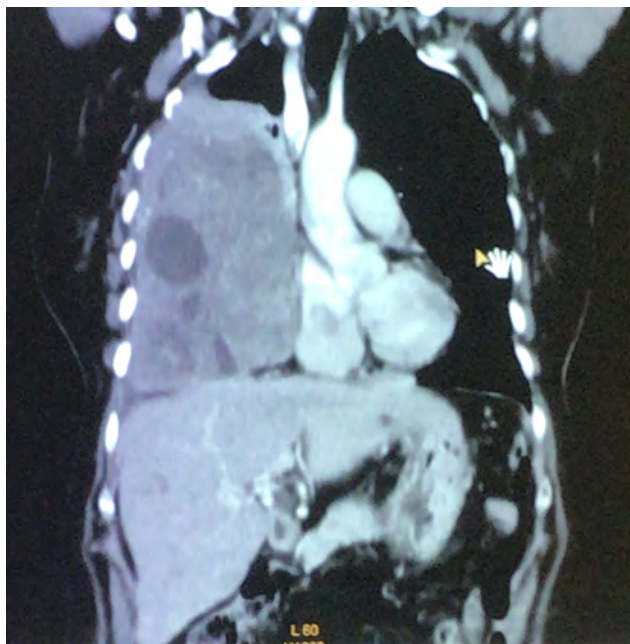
Corte coronal de tomografía computarizada en la que se observa lesión heterogénea con área quística, que desplaza mediastino, colapsa el pulmón y aplana diafragma.
